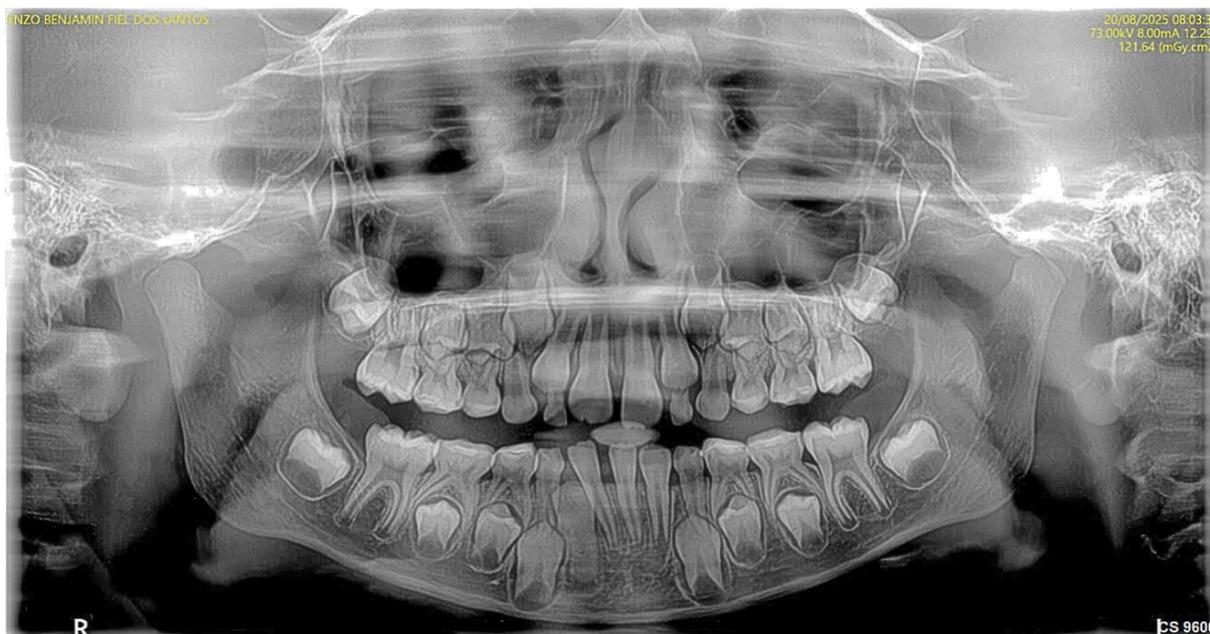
Radiografia extrabucal final: panorâmica
